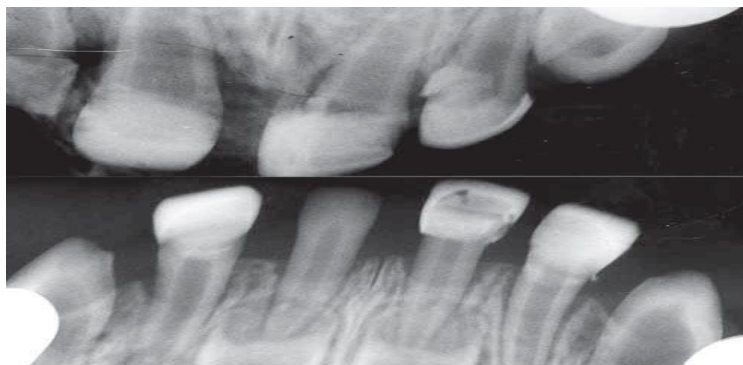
Radiographie péri apicale d'un patient atteint de dentinogénèse imparfaite
